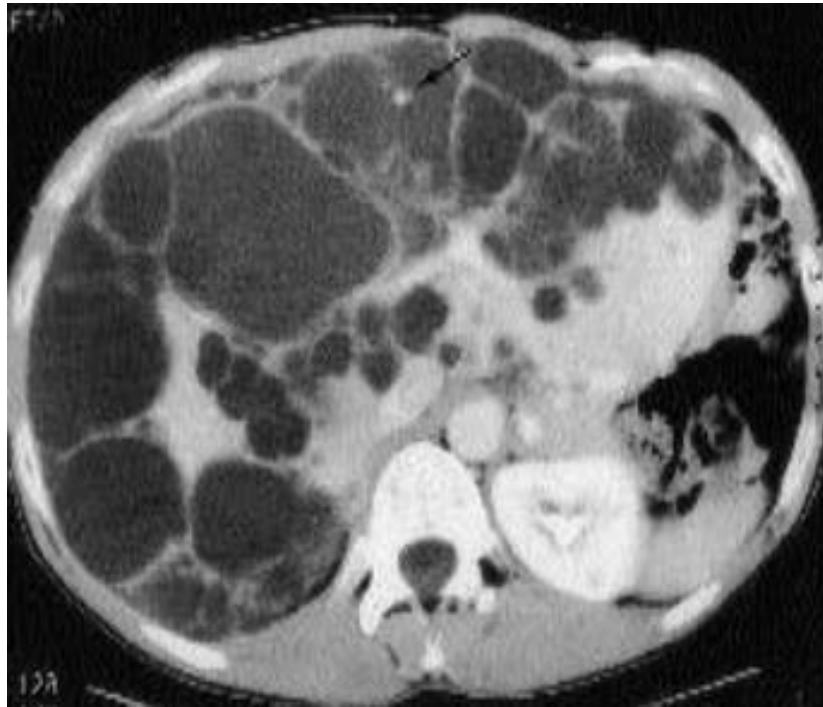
Image de TDM abdominale en coupe axiale montrant la polykystose hépato-rénale [25].
